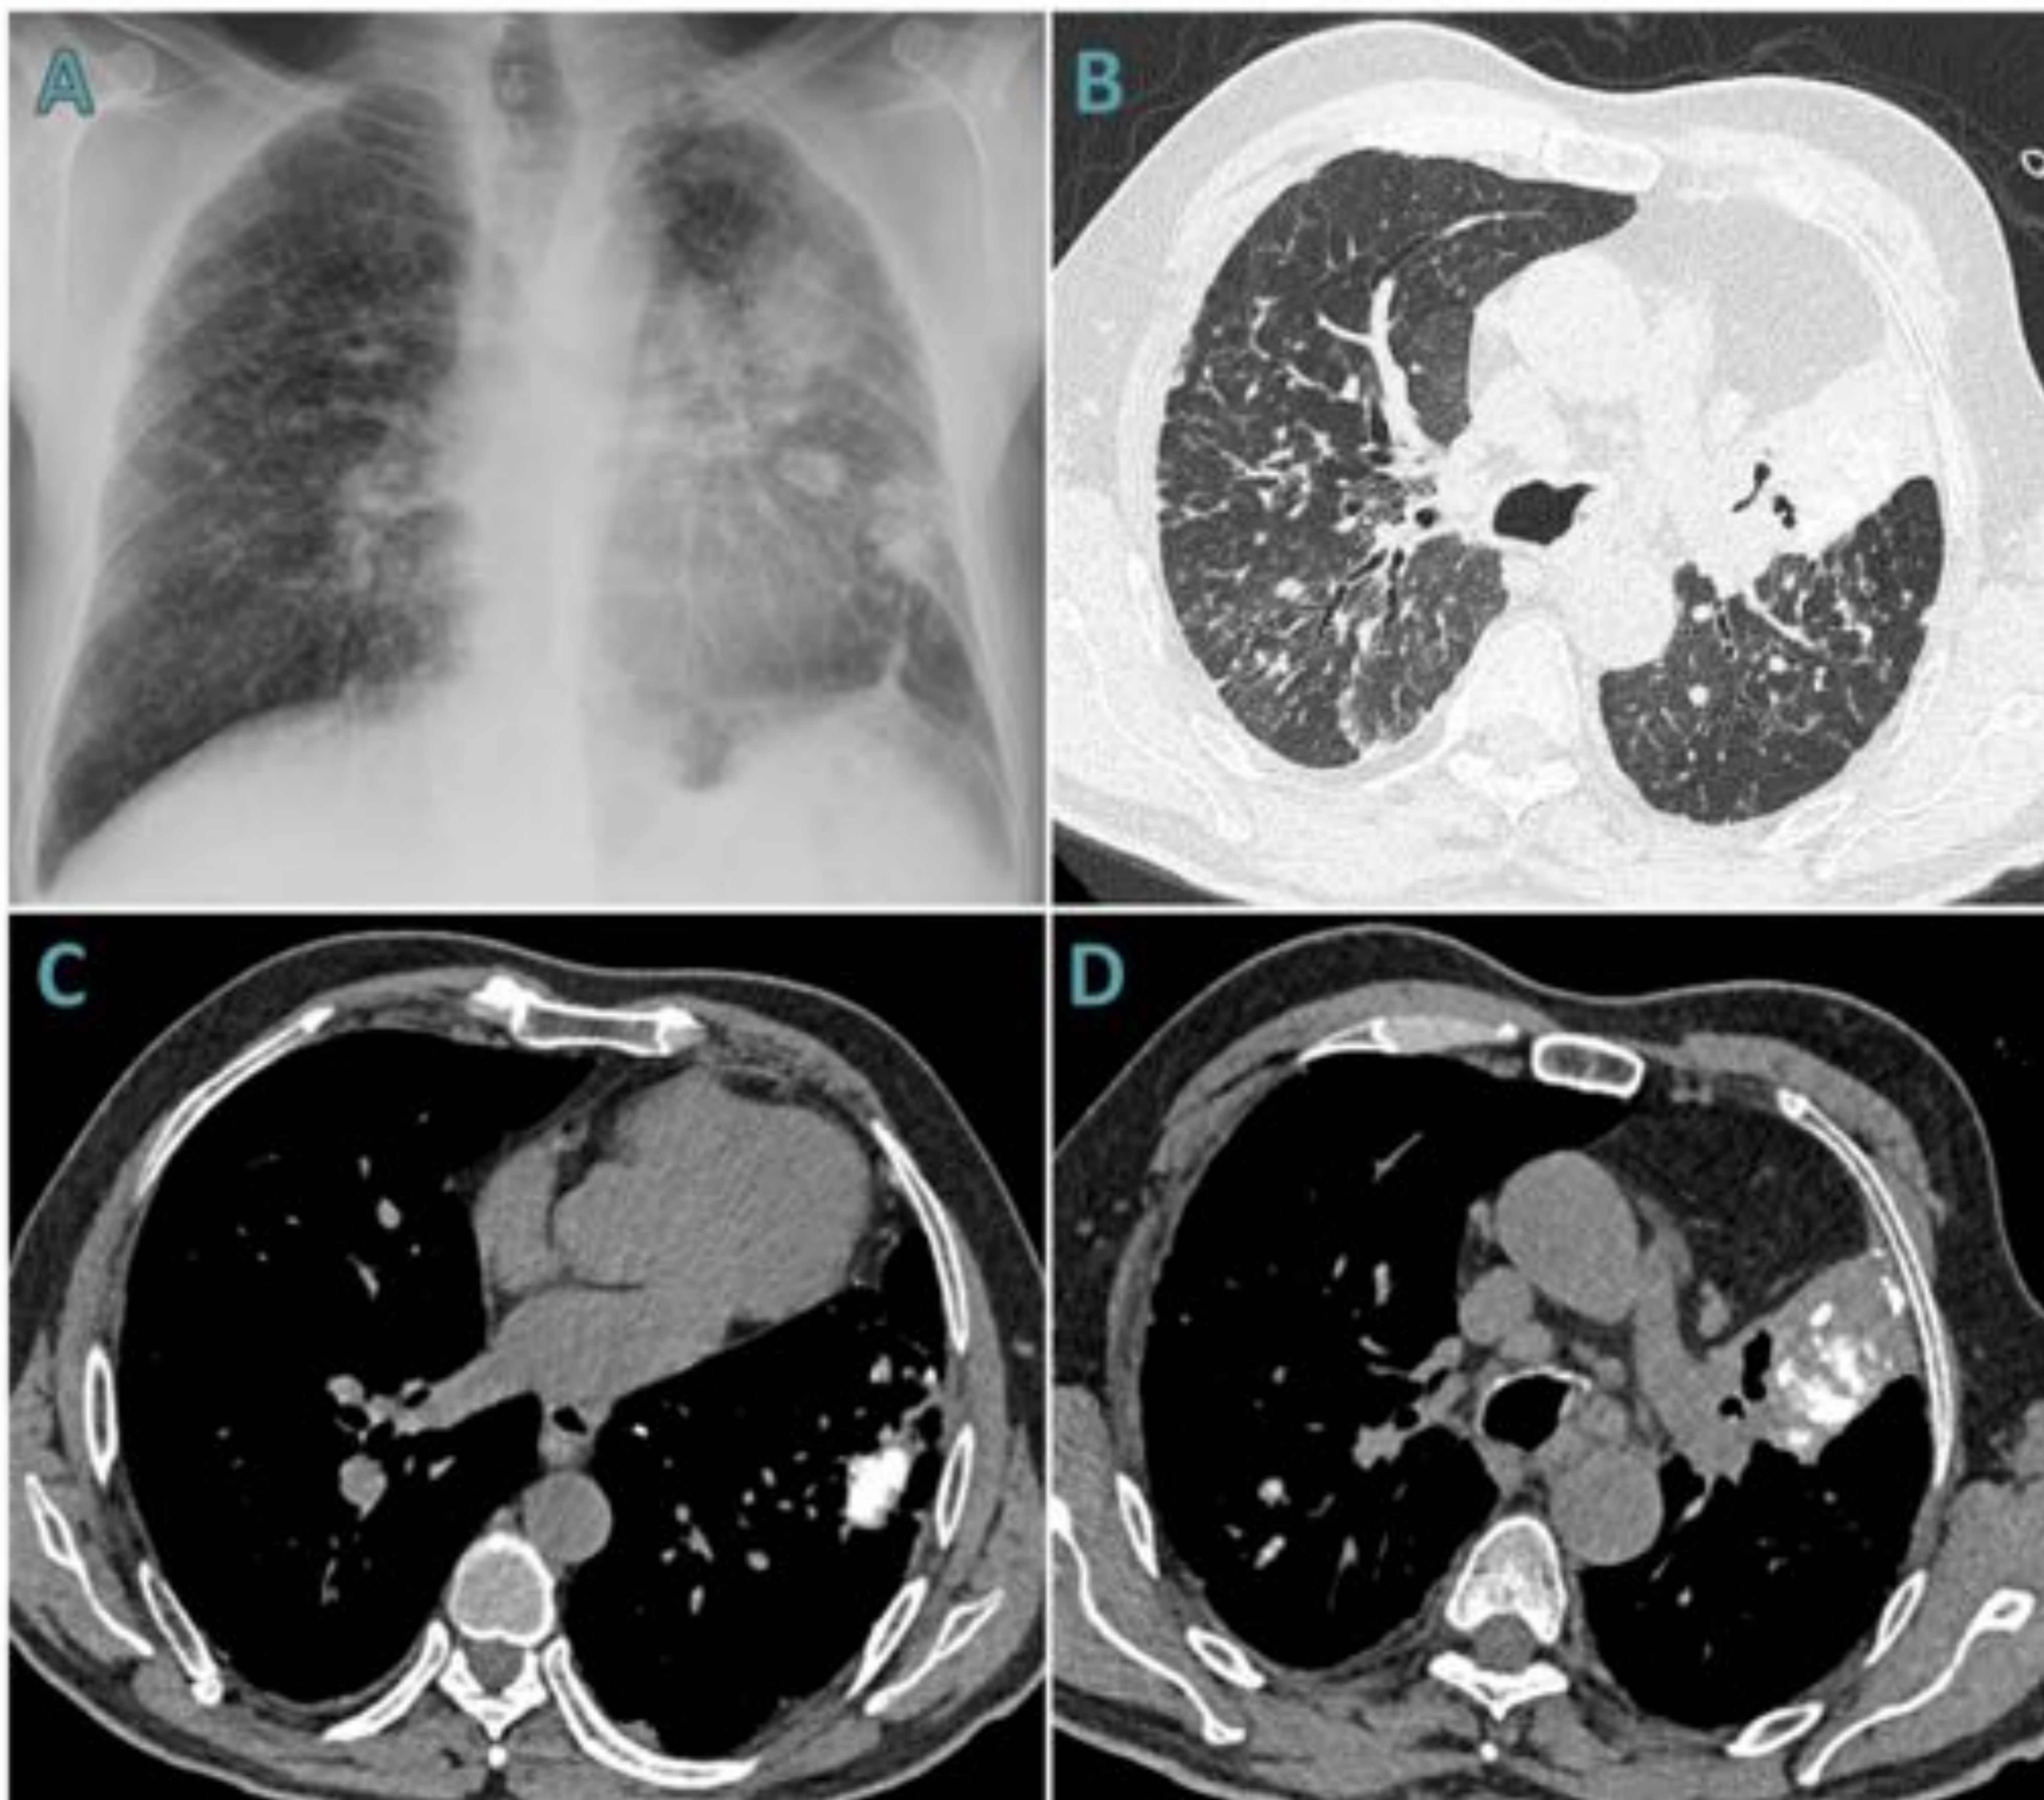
Paciente con silicosis en el que coexiste el patrón micronodular junto con conglomerados silicóticos. A) Radiografía de tórax PA en la que se observan múltiples nódulos pulmonares milimétricos de alta densidad en ambos hemitórax y lesiones de mayor tamaño en el pulmón izquierdo. B, C y D) TC torácica del mismo paciente en la que se observa un patrón intersticial predominantemente micronodular difuso bilateral (B), algunos de los cuales se encuentran calcificados, asociados a nódulos y masa ampliamente calcificadas en el hemitórax izquierdo (C y D).
